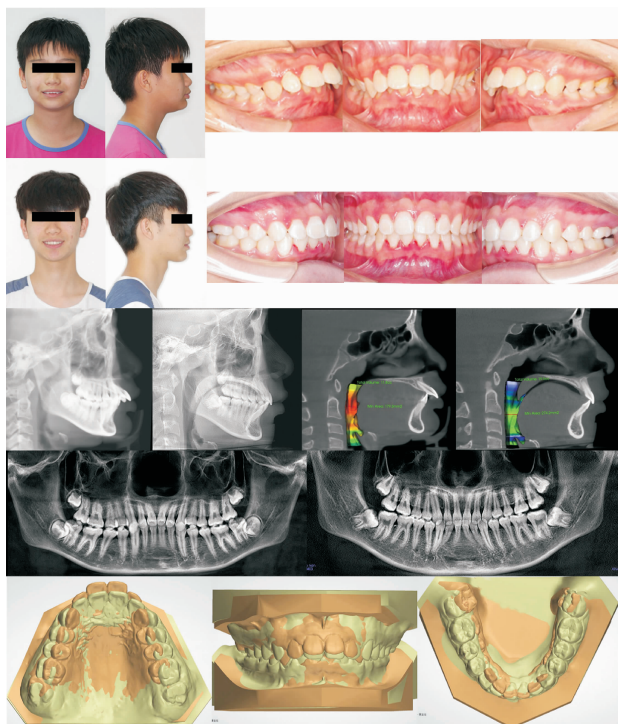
治疗后面相及口内相对比,CBCT 影像对比
